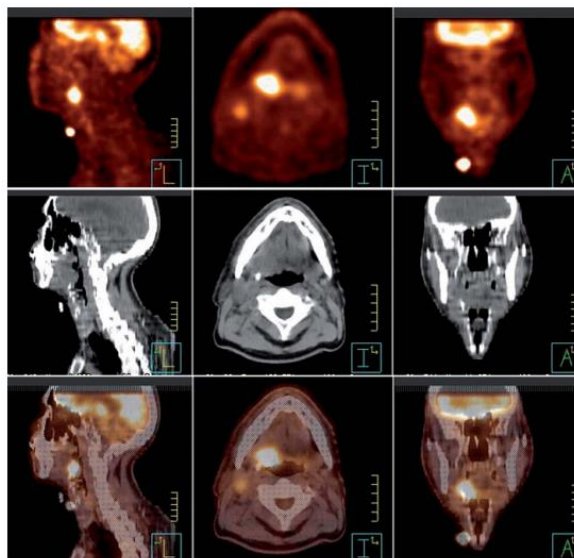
Imagens PET/TC de doentes com cancro da cabeça e pescoço.
